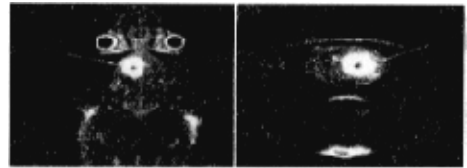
C6 胶质瘤细胞种植后 28 d 鼠脑 MRI 增强扫描:肿瘤明显增大,增强后强化明显
